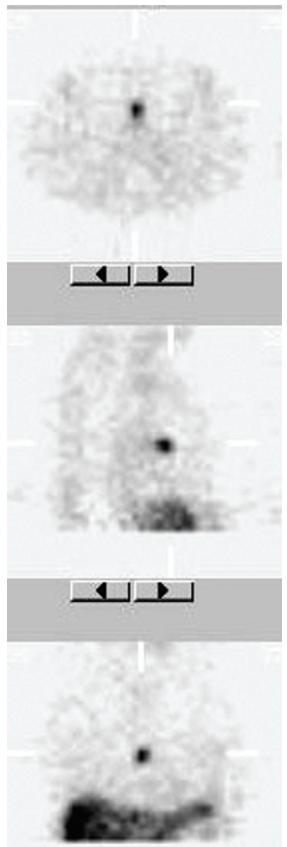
Сцинтиграма з тропним до рецепторів соматостатину РФП із накопиченням у ділянці тимуса (все тіло та режим SPECT).
